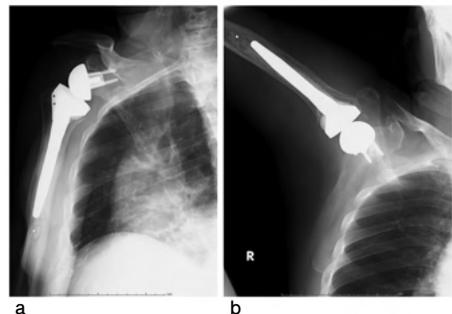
術後3か月のX線所見 a. 下垂位 b. 挙上位
